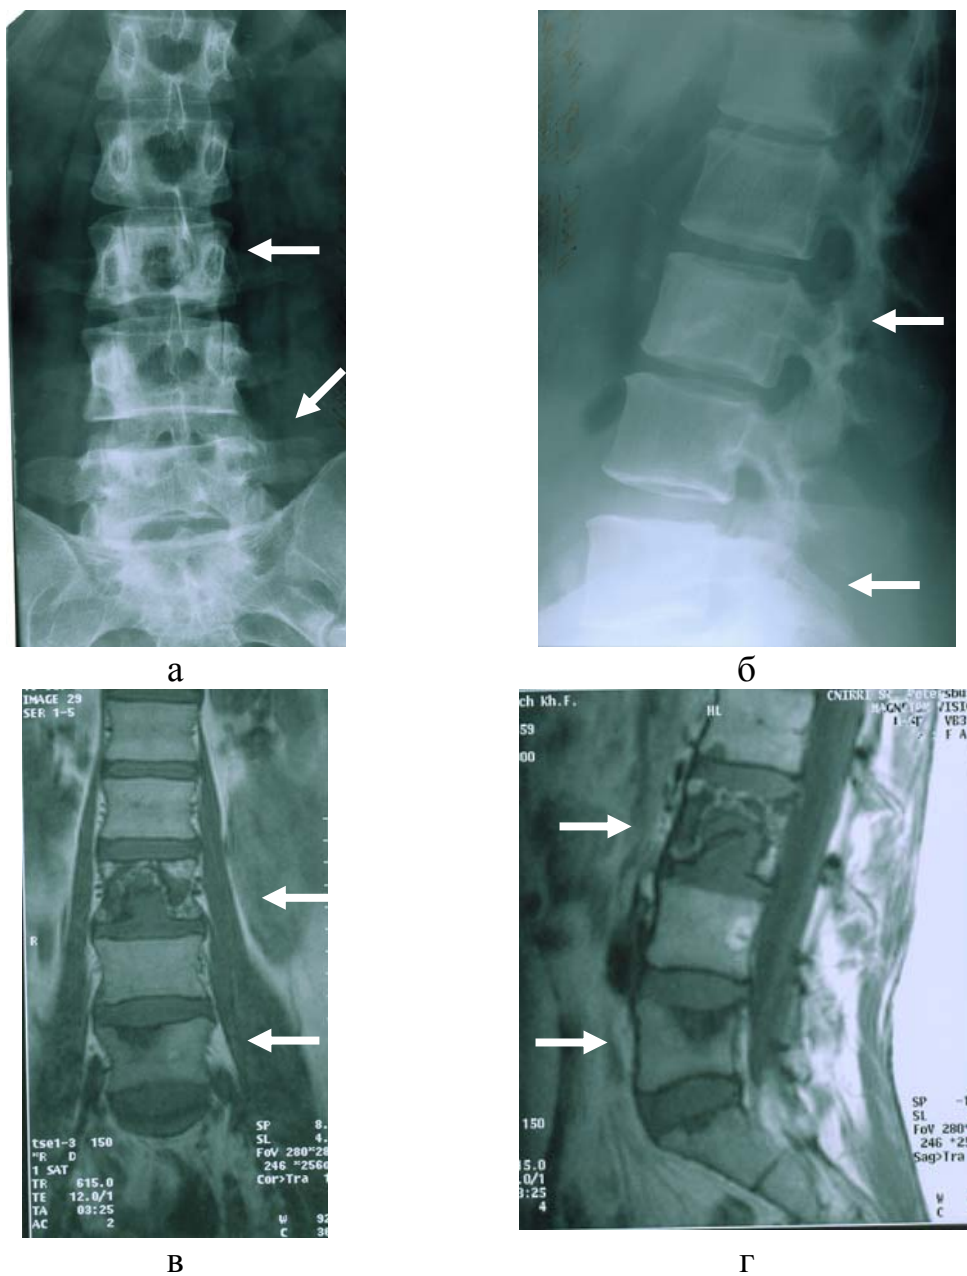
МТС рака молочной железы в L_{III}, L_V: а, б – на рентгенограммах отсутствуют рентгенологические признаки поражения (особенно L_V); в, г – на МРТ видны признаки опухолевого поражения
